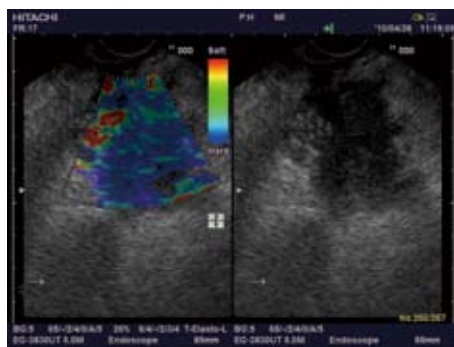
胰腺癌. 胰腺头部低回声病灶, 超声内镜弹性成像呈蓝、绿混杂的蜂窝状结构, 评分为3分.
